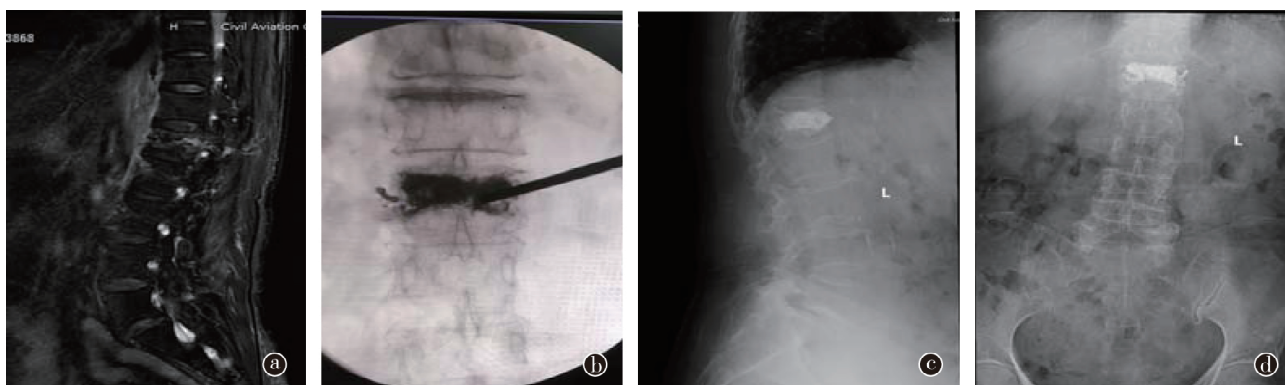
患者女性, 83 岁, 无明显诱因出现腰部疼痛 2 周, 行 L_1 椎体双侧 PVP。a. 术前腰椎 MRI 脂肪抑制像示 L_1 椎体压缩骨折; b. 术中行普通穿刺, 单侧注射骨水泥分布不满意, 行双侧注射; c、d. 术后复查腰椎 X 线片正侧位, 示骨水泥分布满意
